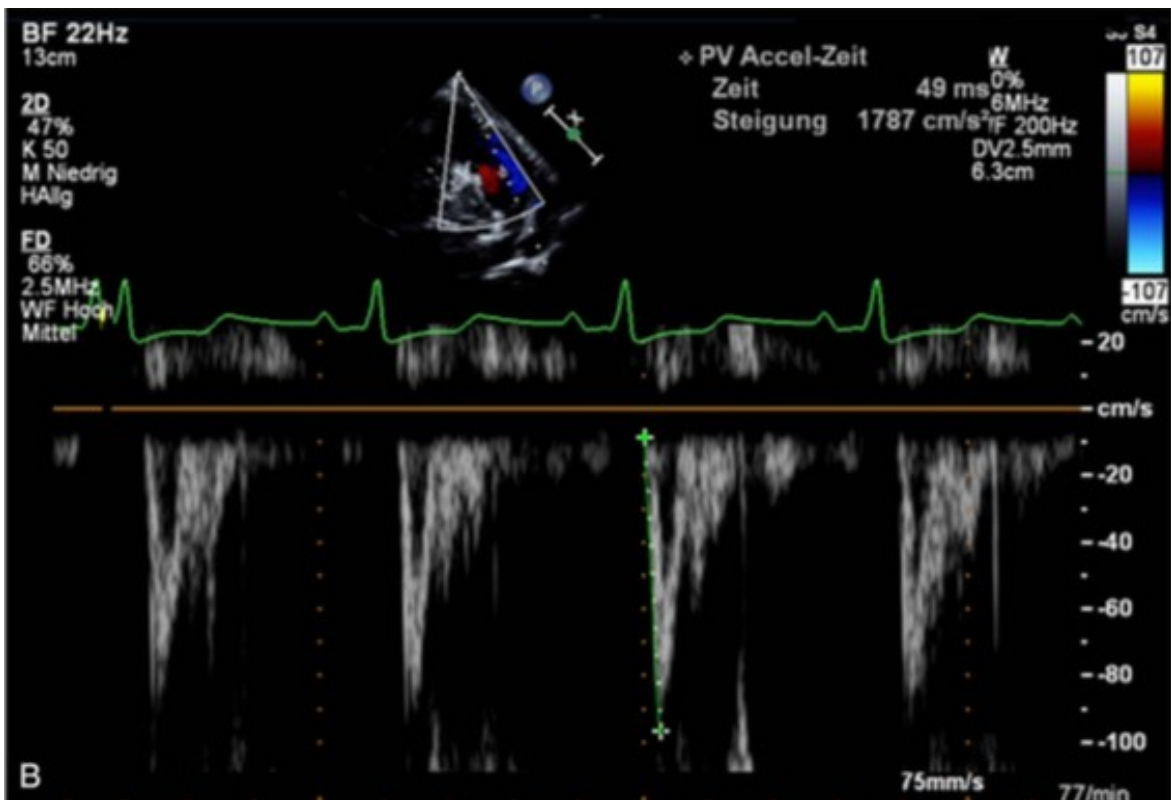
Messung der PAAT mittels PW-Doppler³⁸
